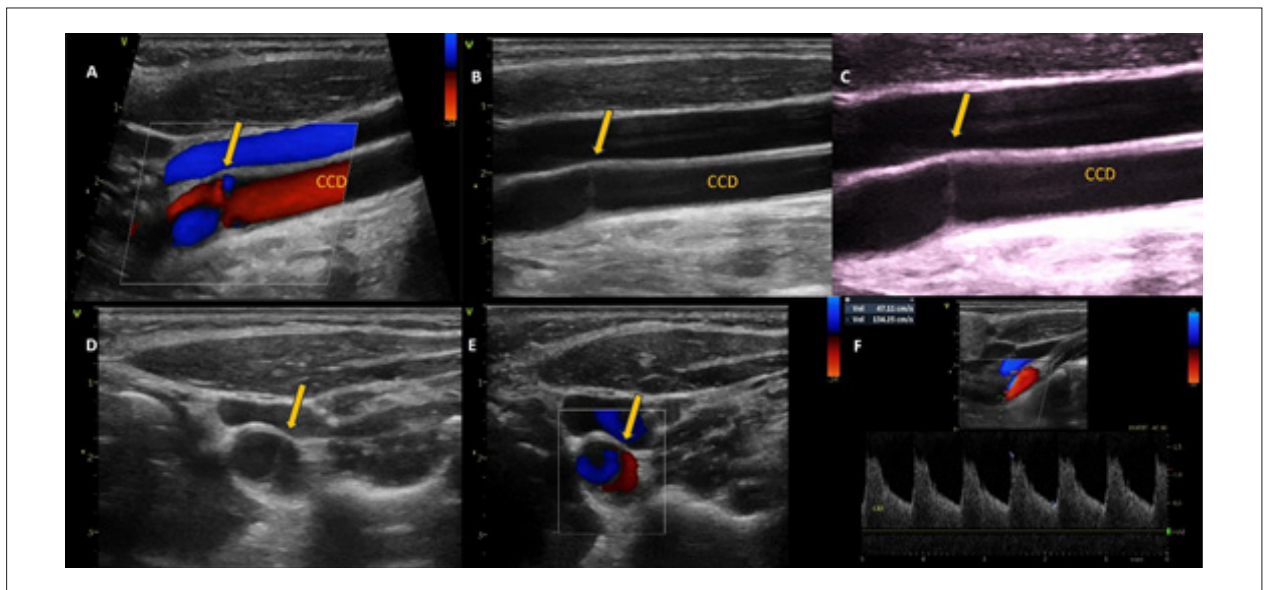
Caso 2: Visualização da membrana carotídea (setas amarelas) pela Ultrassonografia Vascular; A) Corte longitudinal com Doppler colorido; B e C) Corte longitudinal ao modo B; D) Corte transversal ao modo B; E) Corte transversal ao Doppler colorido; F) Doppler pulsado demonstrando turbulência e velocidade de pico sistólico = 134cm/s
